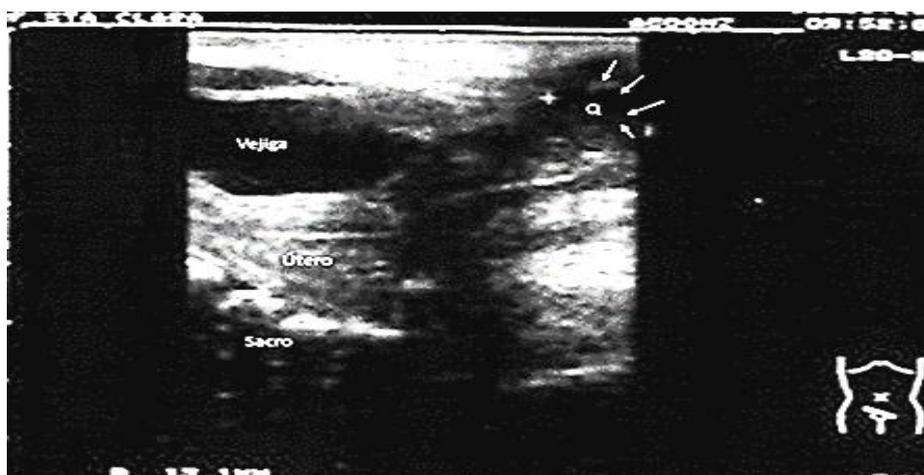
Ultrasonido suprapúbico con transductor de 8 MZ visualizándose vejiga, vagina (vag), útero y la imagen quística distal (Q)
